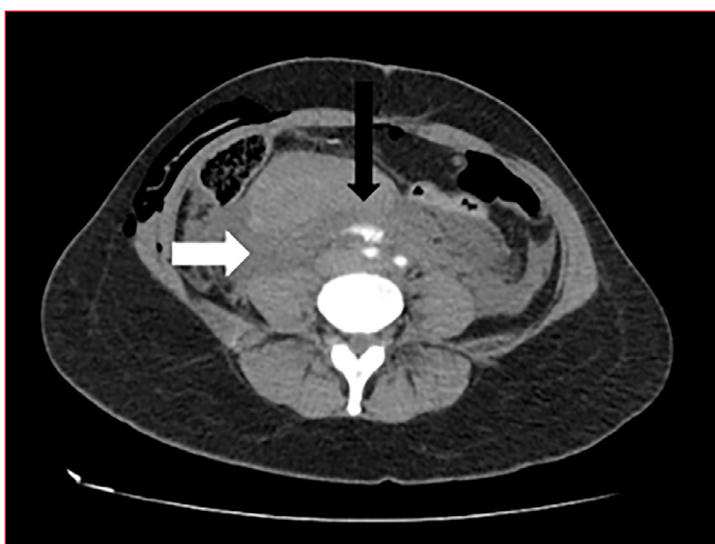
Tomografía computarizada de abdomen y pelvis con contraste endovenoso. Se observa extravasación de la sustancia de contraste en la arteria ilíaca primitiva derecha e ilíaca externa derecha (flecha negra). Imagen extensa retroperitoneal con unidades Hounsfield que impresionan corresponder a una colección hemática retroperitoneal (flecha blanca).
